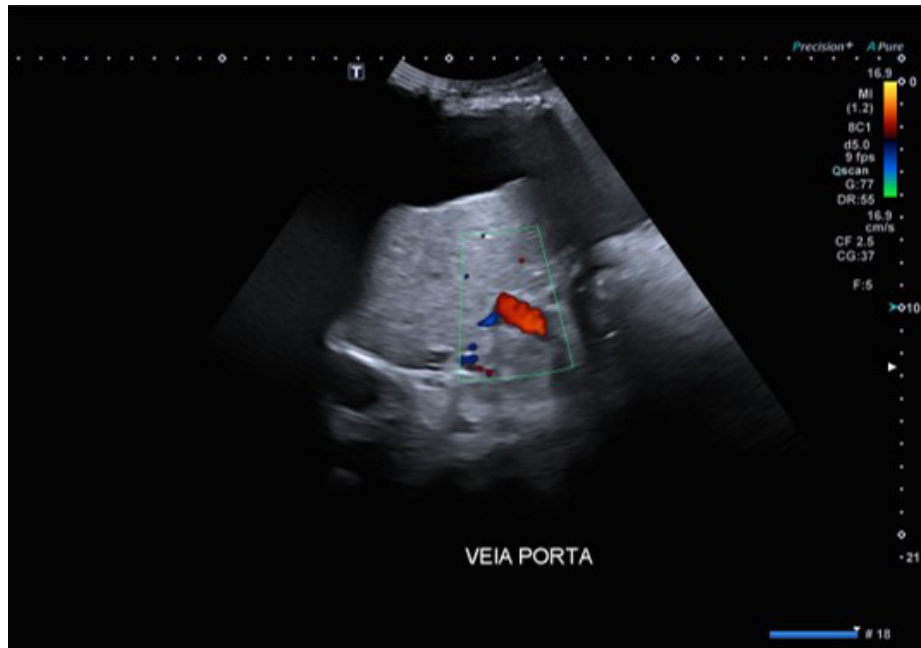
Doppler colorido da veia porta
